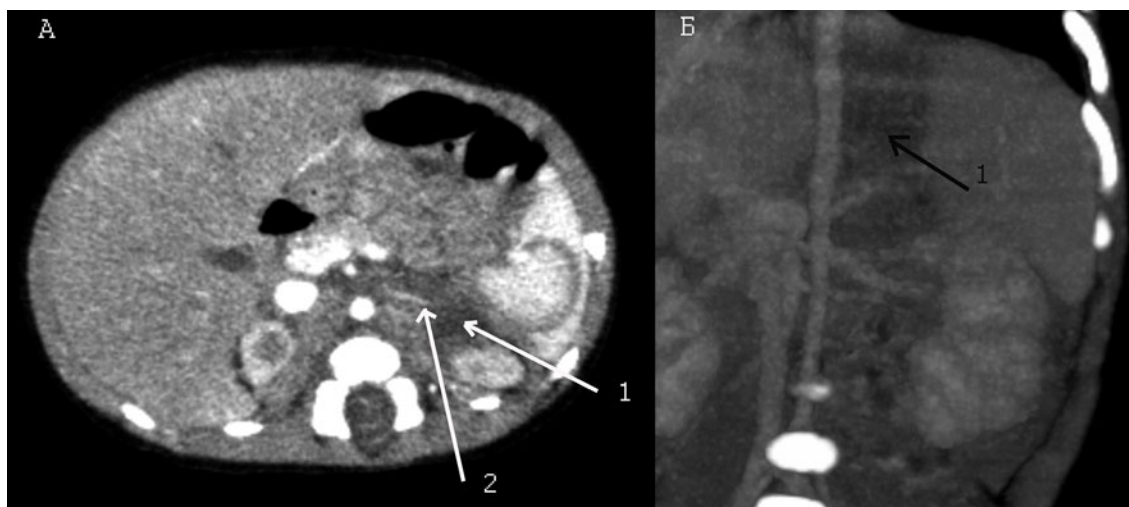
МСКТ-ангиография (МСКТАг) грудной и брюшной полости у мальчика 20 дней жизни: А — МСКТ-изображение на уровне супраренальных отделов; Б — МIP (проекция максимальной интенсивности) реконструкция: забрюшинно в области верхнего полюса левой почки (в проекции левого надпочечника) — патологическое образование неправильной формы (1), неравномерно накапливающее контрастное вещество, без кальцификатов. Левая почка минимально оттеснена, контуры ее не деформированы. Визуализируется aberrантный сосуд (2), отходящий от брюшного отдела аорты
